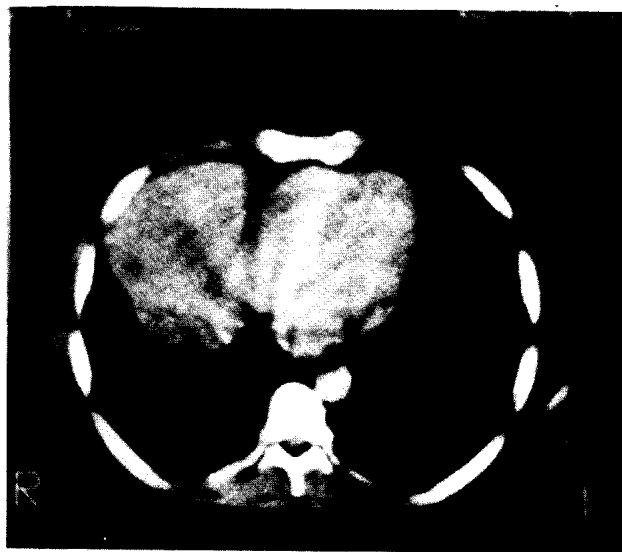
TOMOGRAFIA DEL TORAX.
